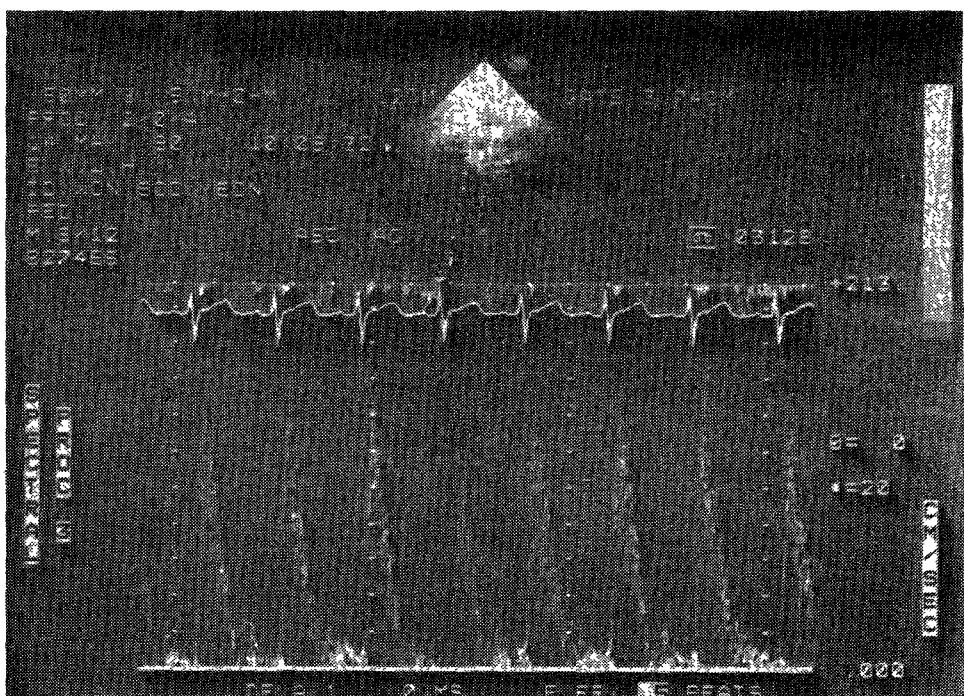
Two dimensional and pulsed wave Doppler echocardiogram of ascending aorta at supra sternal notch.
